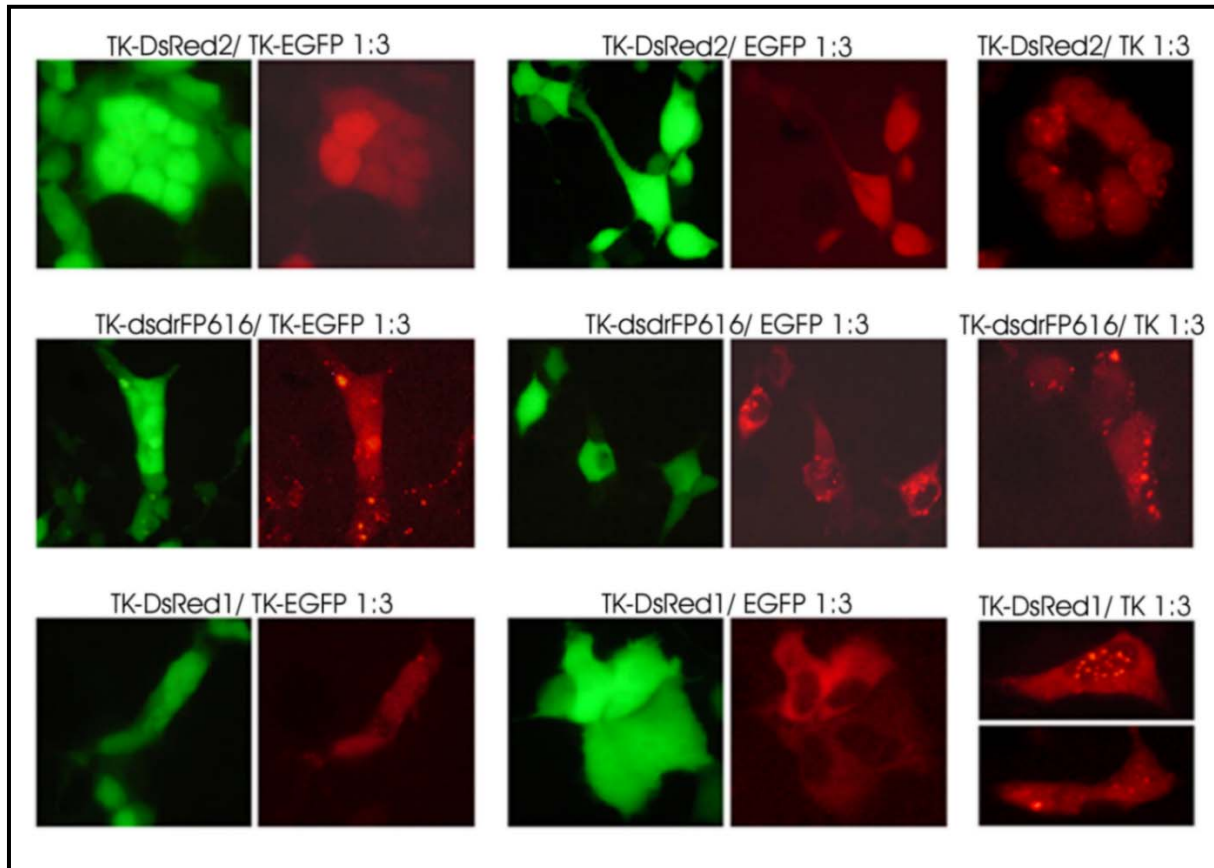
Kotransfektion von mit DsRed2, DsRed1 oder dsdrFP616 fusionierter HSV-TK mit HSV-TK, EGFP oder TK-EGFP in HEK293 Zellen (molares Verhältnis 1:3). Der stärkste Effekt auf die Löslichkeit RFP-markierter HSV-TK wird durch Kotransfektion von TK-EGFP erreicht. (Publikation 1)
